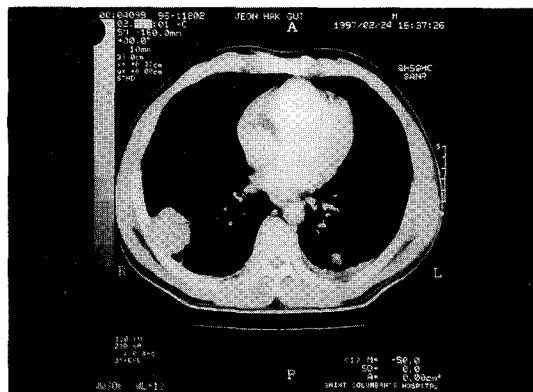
Chest CT scan shows bilateral multiple lung nodules and minimal amount of bilateral pleural effusion. The arrow indicates air bronchogram.
